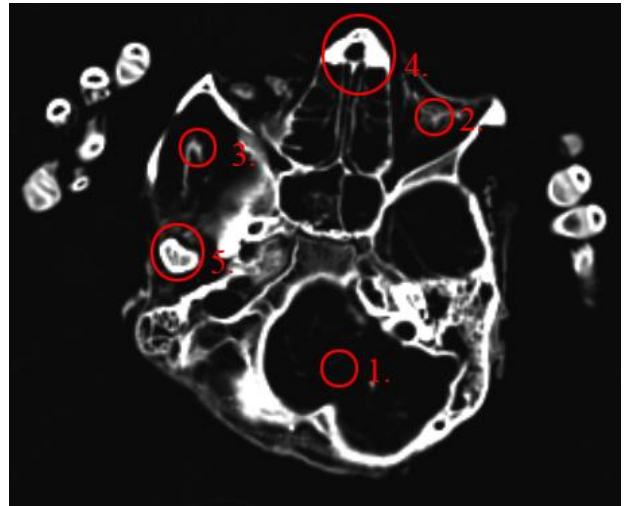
Peru, Bild 3, CT
